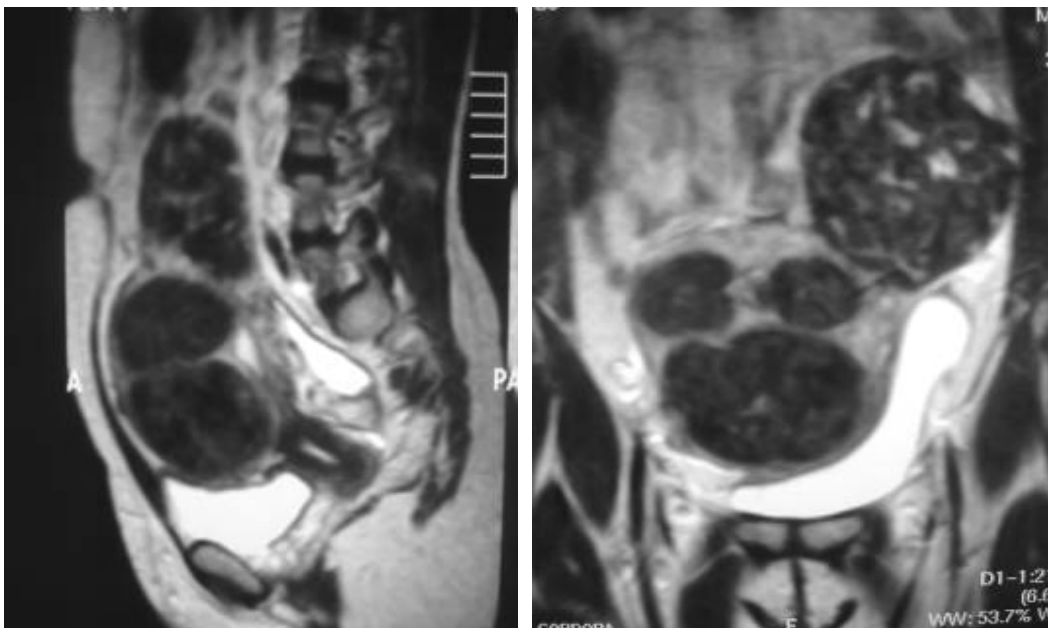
IRM de pelvis femenina corte sagital y coronal ponderado en T2: Muestra miomatosis múltiple.
